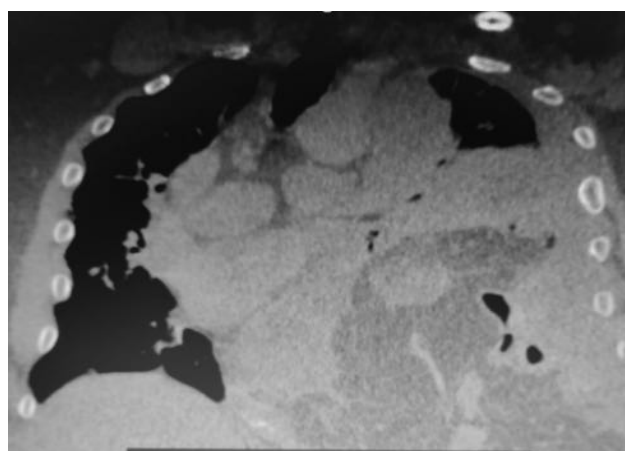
КТ ОГК хворого Р. – травматична грижа лівого купола діафрагми з транслокацією органів в плевральну порожнину
